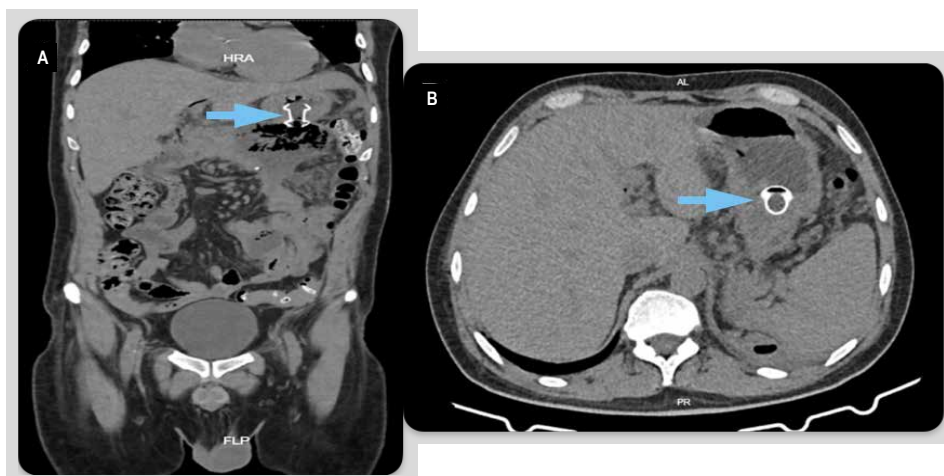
(A) imagen de TC en corte coronal. (B) imagen de TC en corte axial. Con la flecha azul se señala el stent metálico con adecuada posición.
